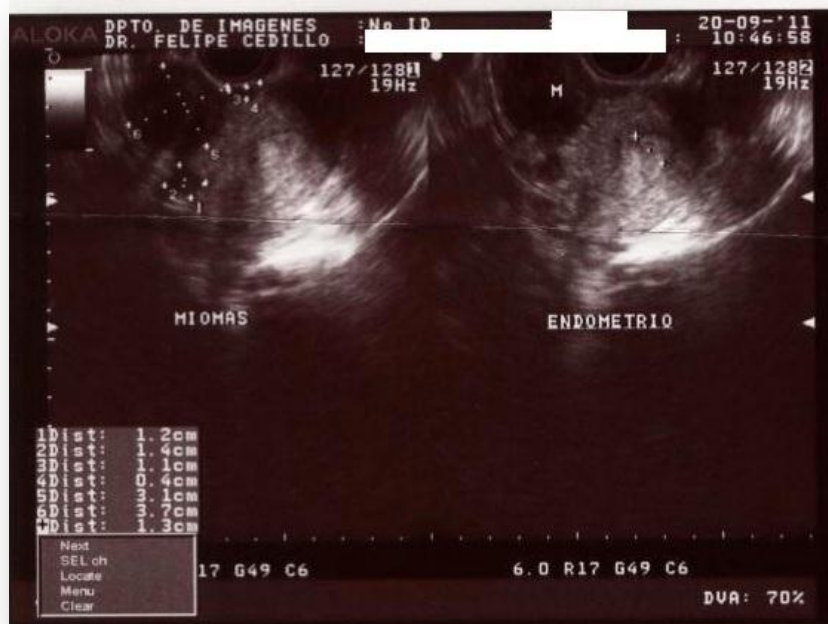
Ecografía pélvica que muestra imagen compatible con miomas.
